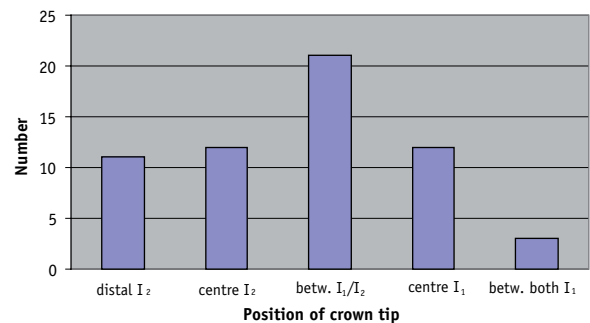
Projection of the crown tip in the panoramic radiographs.
